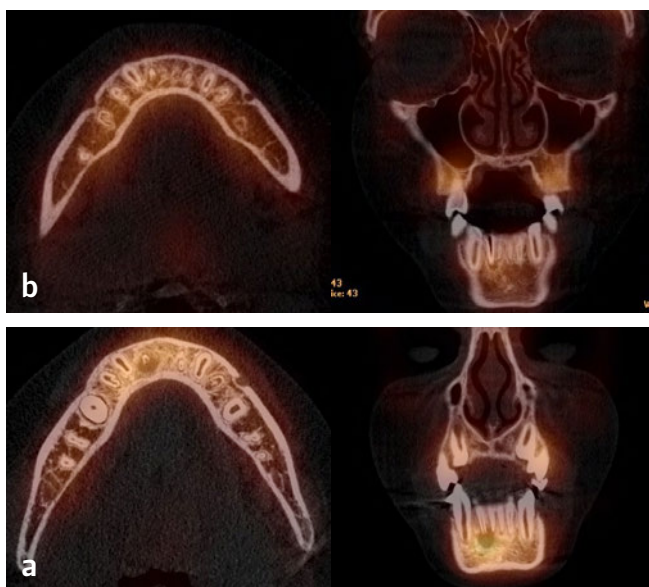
SPECT/CT: suivi (à gauche coupes axiales, à droite coupes coronales [frontales])
